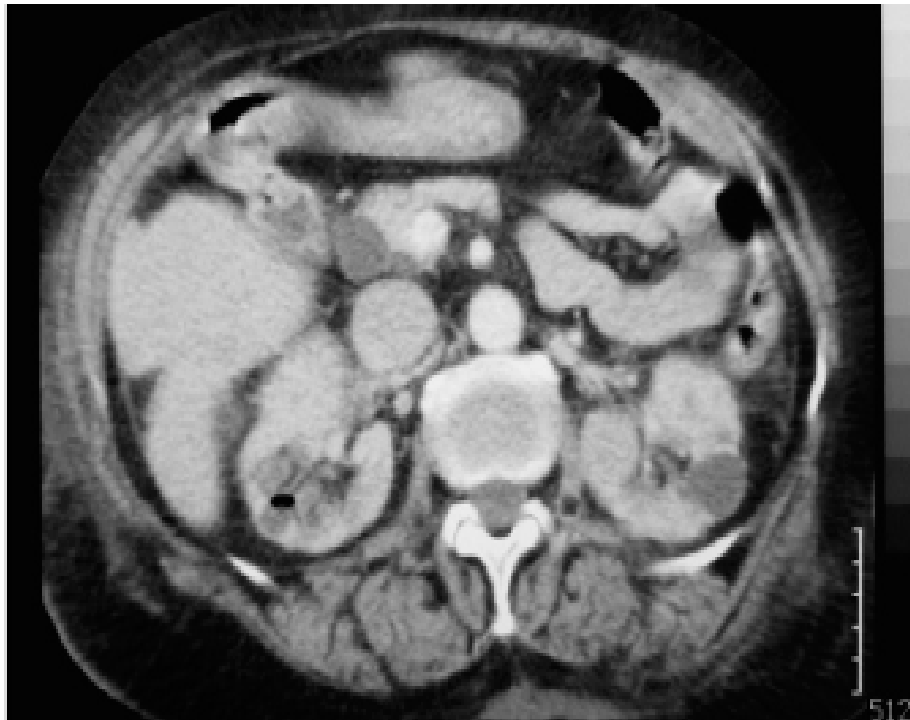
TDM montrant une PNE droite stade 1 selon la classification de Huang et Tseng
